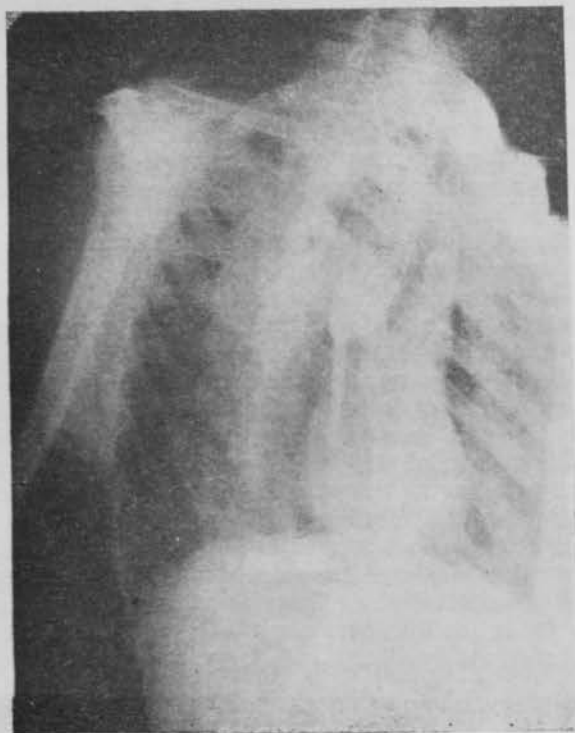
Caso 1. Radiografía preoperatoria.
